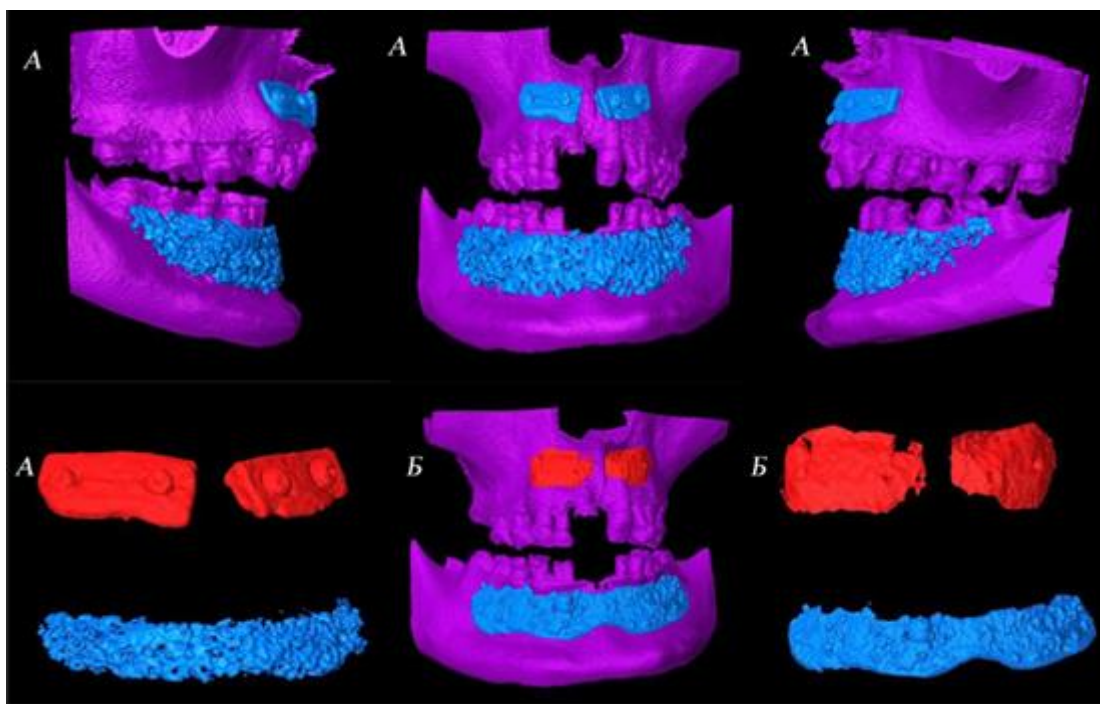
Сегментация данных МСКТ: А – 1-е сутки, Б – через 6 месяцев.
